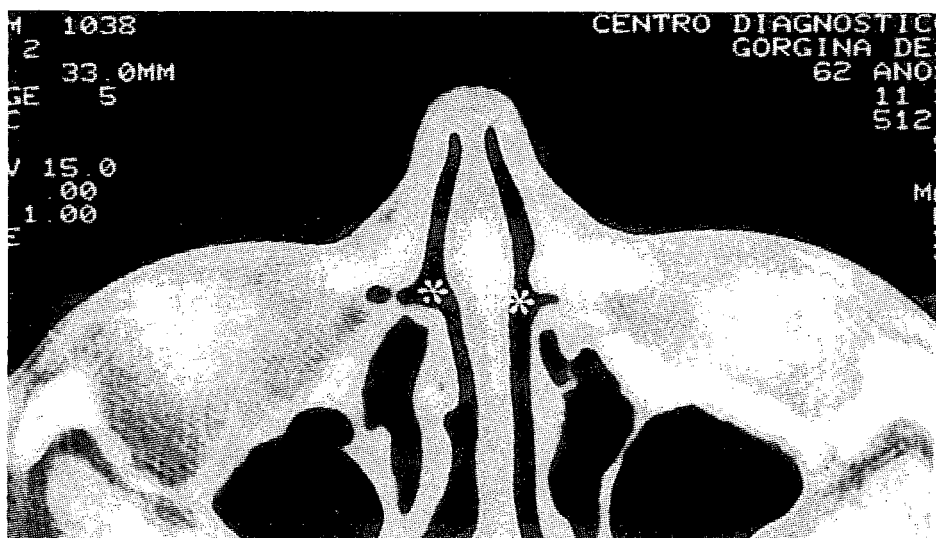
Tomografia computadorizada em incidência axial de paciente submetido a esta cirurgia. Asteriscos mostram a abertura nasal de saco e ducto lacrimonasal.
